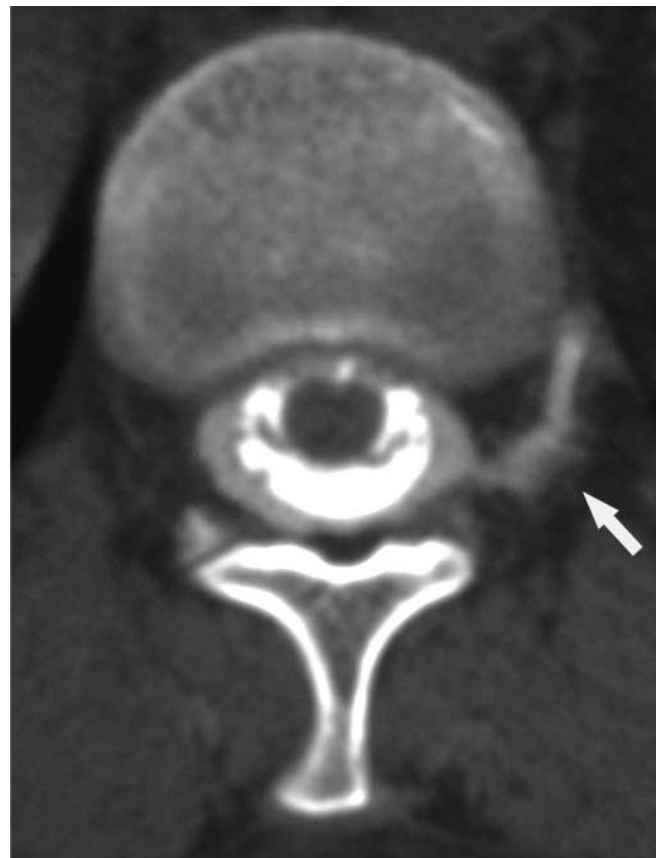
La mielo-TC a livello di T12 dimostra una perdita liquorale. Il liquor fuoriuscito in sede epidurale presenta una più tenue iperdensità rispetto allo spazio subaracnoideo e una estensione laterale sinistra lungo la radice (freccia)
